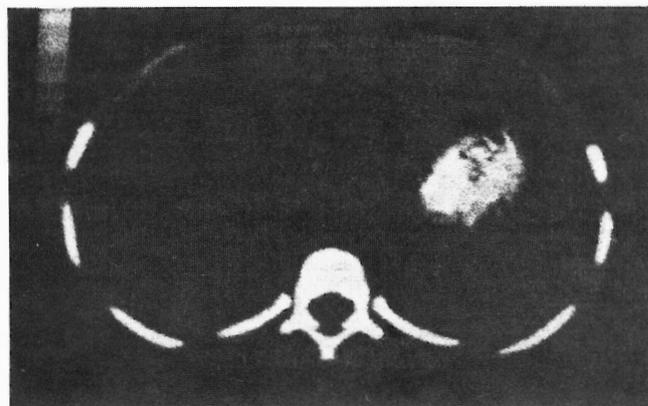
TAC abdominal: trombose da veia porta e esplenomegália.
